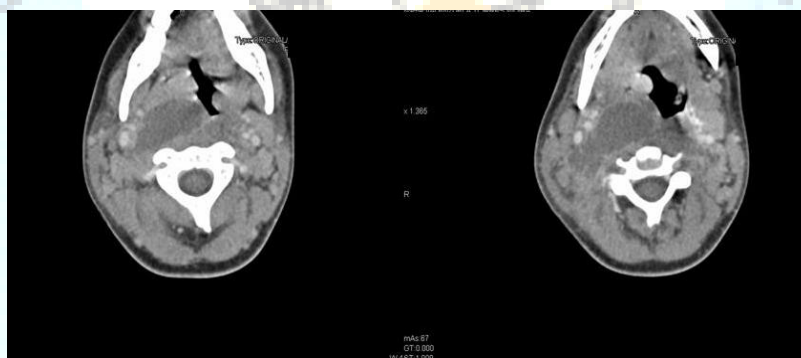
TC cervical con contraste. Absceso retrofaríngeo derecho que obstruye parcialmente la vía aérea
